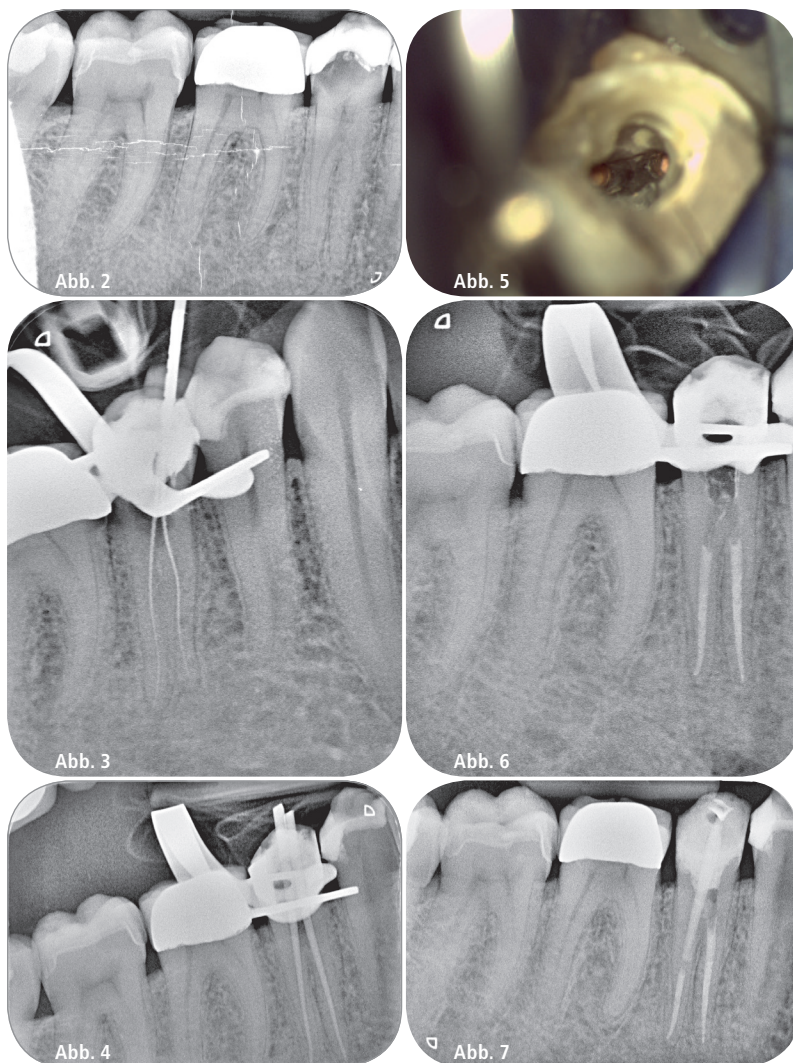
Zahnfilm 45–47. – Abb. 3: Röntgenmessaufnahme. – Abb. 4: Mastercone-Aufnahme. – Abb. 5: Backfill. – Abb. 6: Kontrolle Wurzelfüllung. – Abb. 7: Kontrollaufnahme Glasfaserstift.
